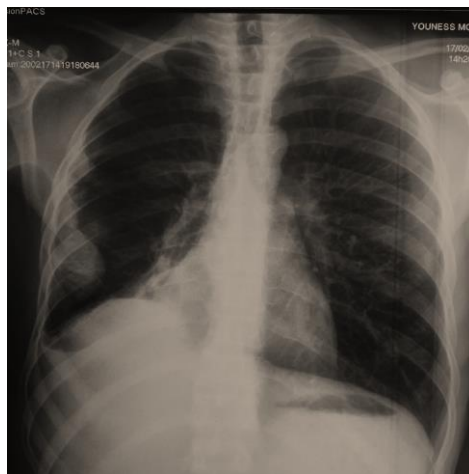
Radiographie thoracique de face montrant un nettoyage spectaculaire des opacités radiologiques sous antibiothérapie avec persistance d'opacité pariétale droite et un émoussement de cul de sac droit.
